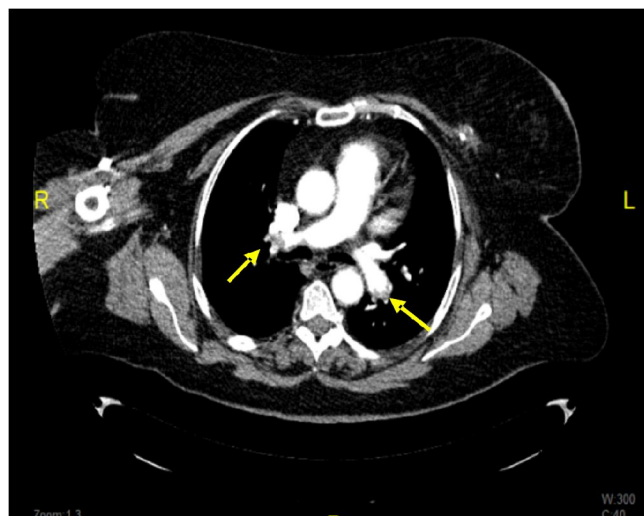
TC toràcic: tromboembolisme pulmonar bilateral
